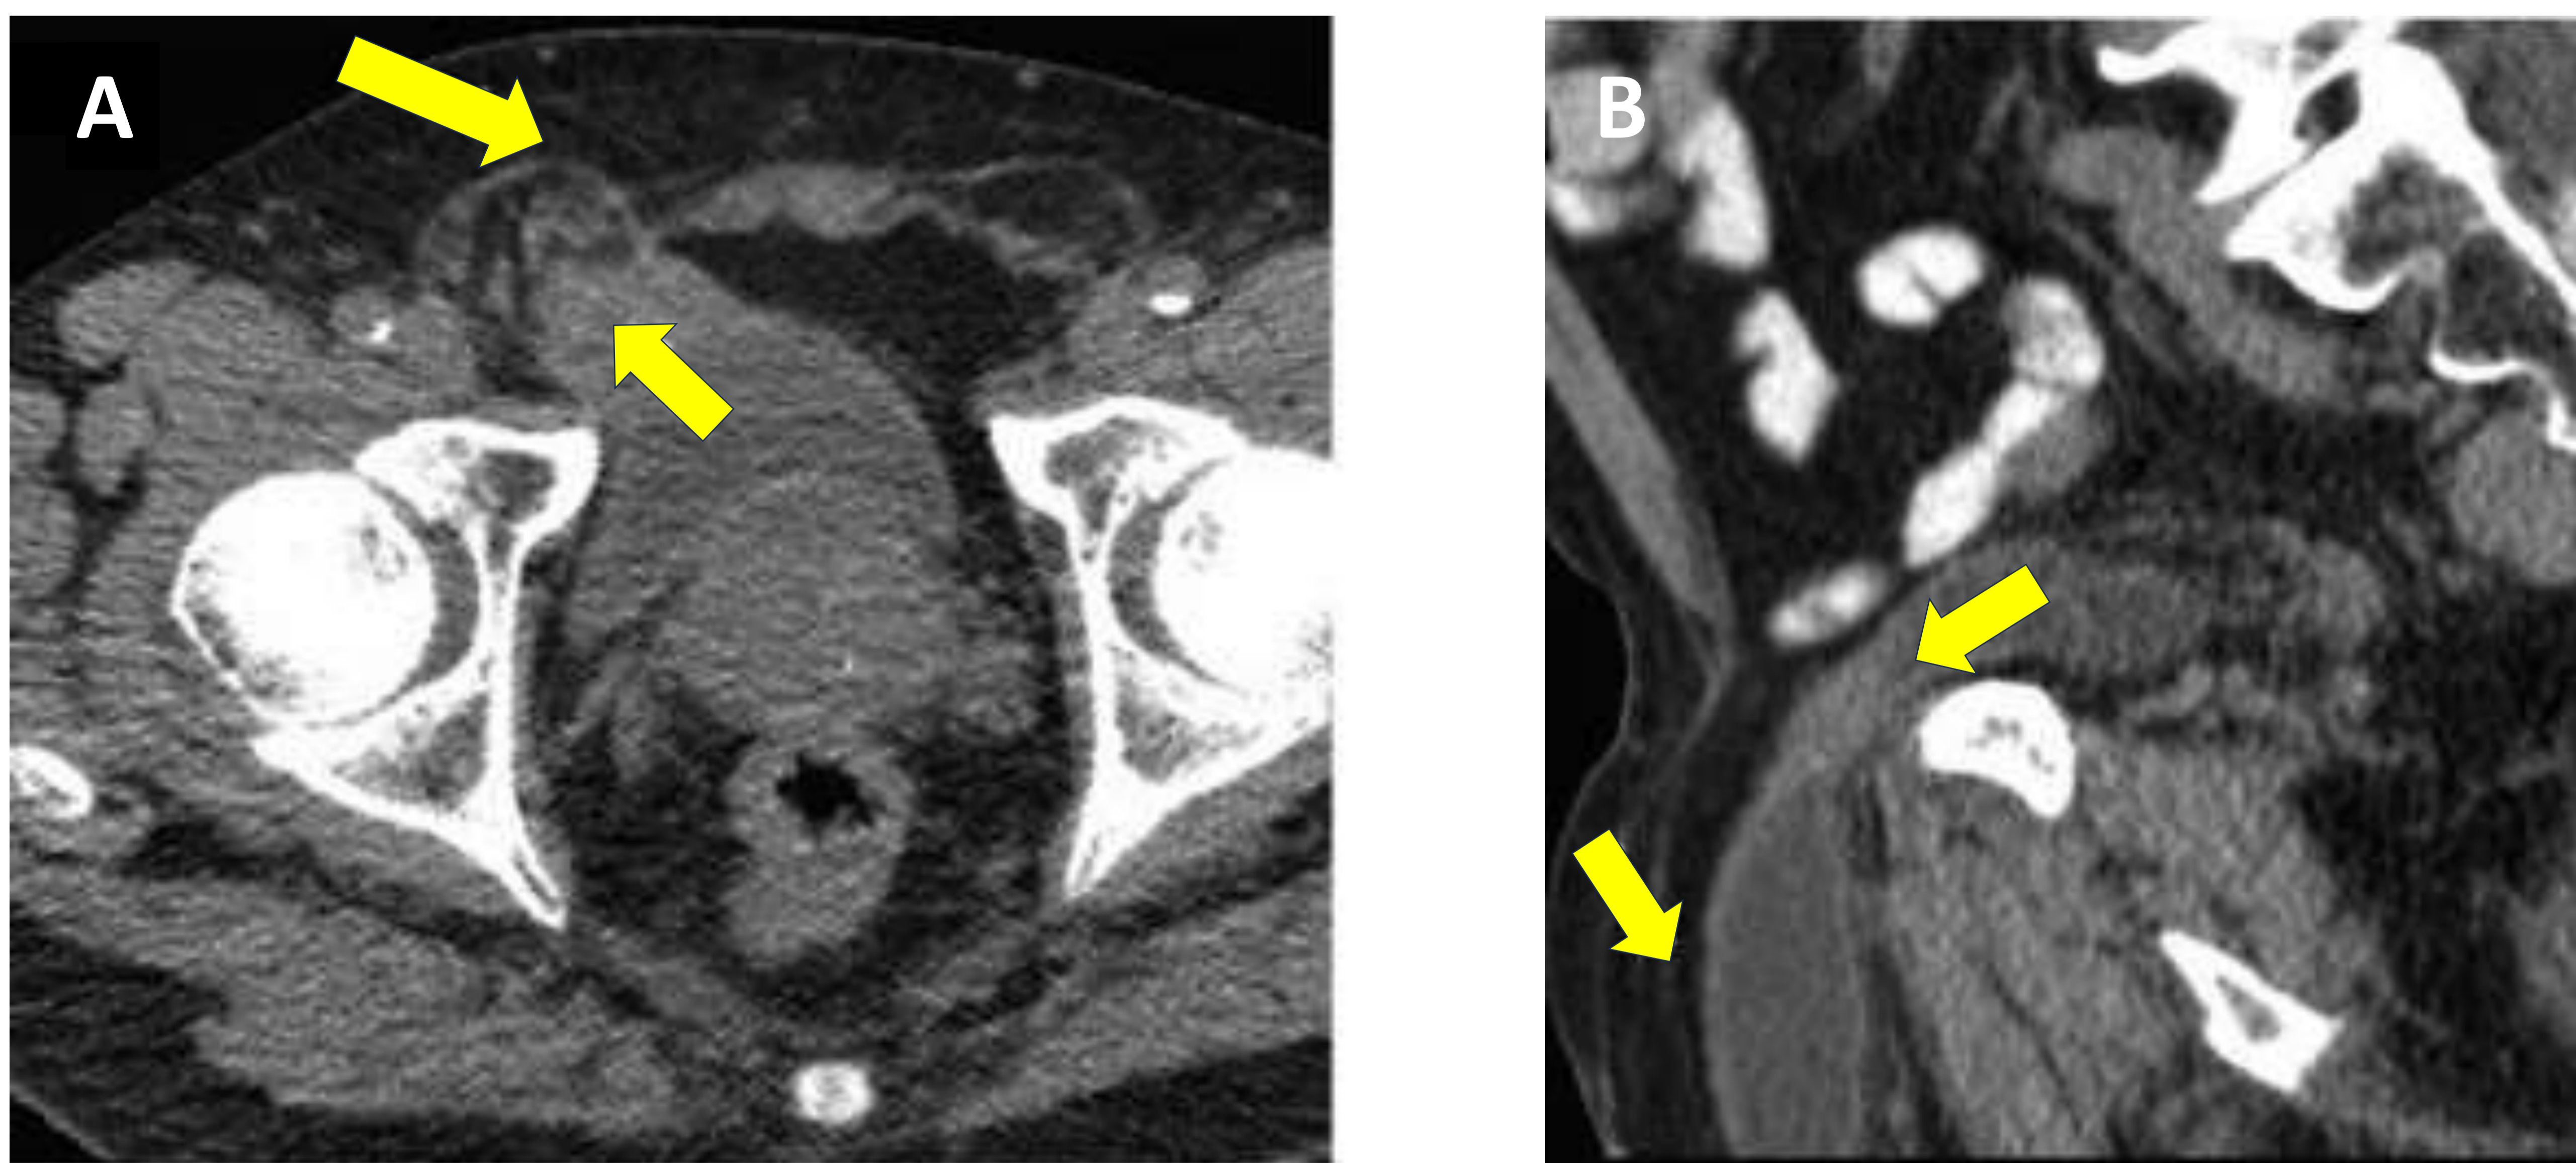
TC abdominopélvico con contraste, corte axial (A) con reconstrucción sagital (B). Hernia inguinal derecha con contenido vesical en su interior en contexto de cistocele herniario (*flechas*).
